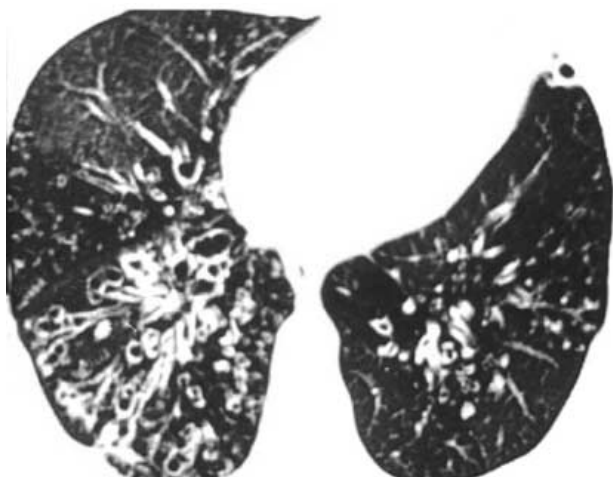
КТ. Перибронхиальный фиброз, центрилобулярная эмфизема, симптом “матового стекла”, центрилобулярные очажки.
